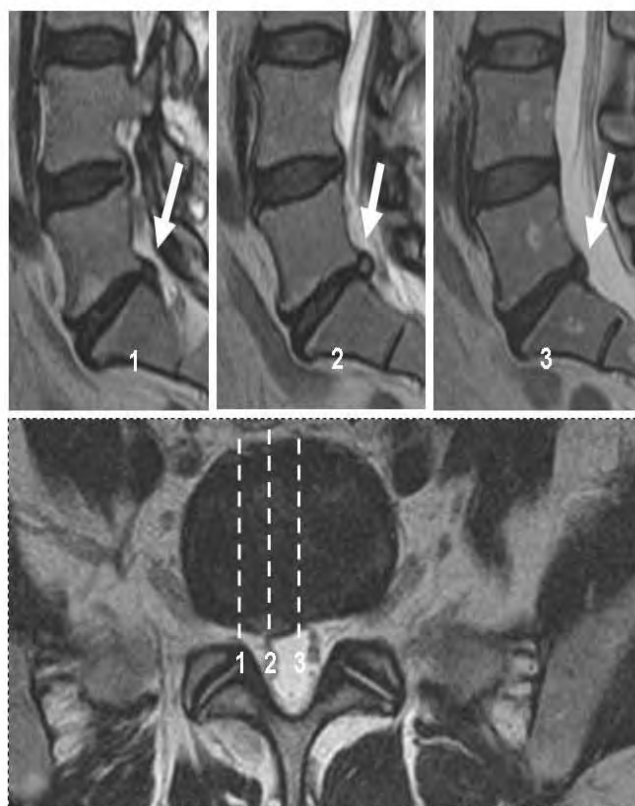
Протрузия диска L5-S1 видна на трех соседних сагиттальных T2ВИ (1,2,3). На аксиальной T2ВИ томограмме хорошо видно широкое основание протрузии, размер которого превышает степень выстояния заднего контура диска (штрих-пунктирные линии обозначают плоскость ориентации сагиттальных томограмм).
